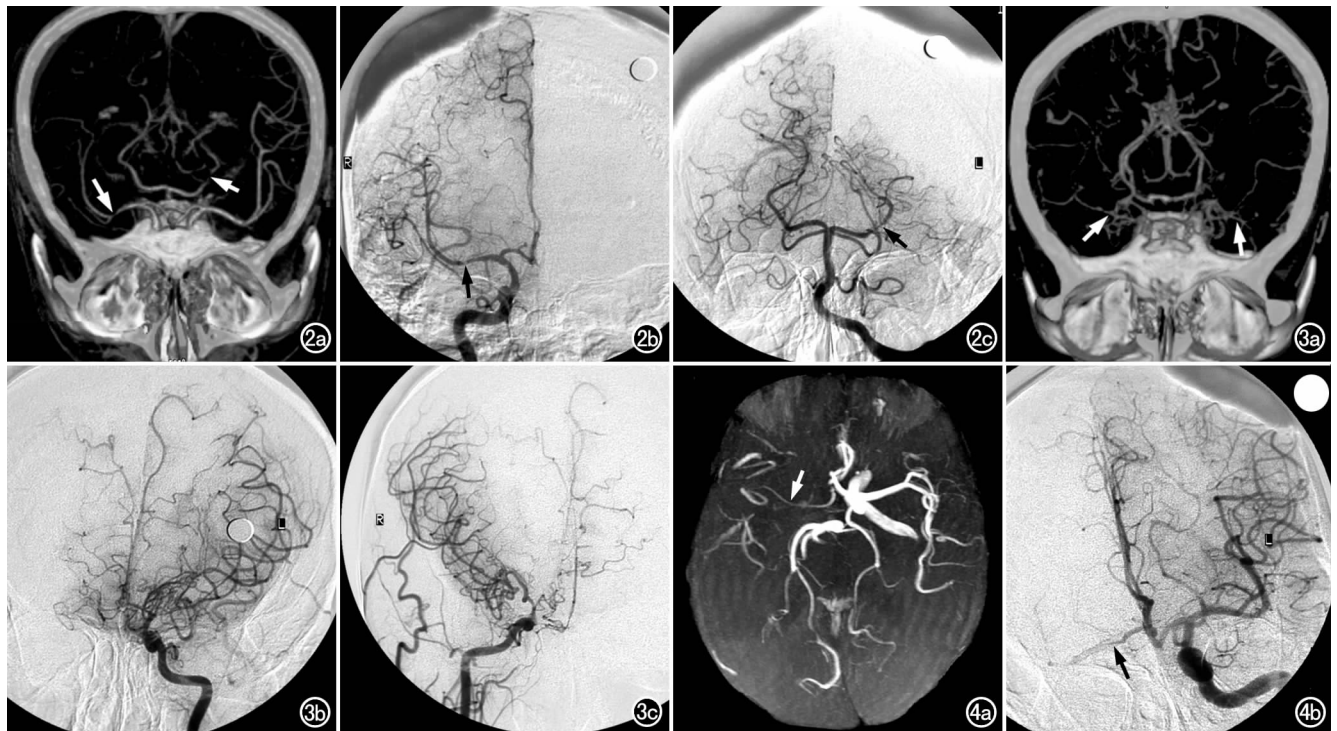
多发脑动脉狭窄。a) CTA 示右侧大脑中动脉 M1 段局部狭窄约 80%(长箭)、左大脑后动脉局部狭窄约 90%(短箭); b) DSA 示右侧大脑中动脉 M1 段局部狭窄约 60%; c) DSA 示左大脑后动脉局部狭窄约 70%。图 3 烟雾病。a) CTA 示两侧大脑中动脉明显不规则狭窄、闭塞(箭),部分侧支血管形成; b) DSA 示左侧大脑中动脉不规则狭窄,侧支循环血管网显示丰富、清楚; c) DSA 示右侧大脑中动脉不规则狭窄,侧支循环血管网显示丰富、清楚。图 4 右侧颈内动脉闭塞(经 DSA 证实)。a) MRA 示右侧大脑中动脉变细(箭),远侧血管稀少,MRA 误诊为右侧大脑中动脉狭窄; b) 左侧颈内动脉 DSA 示右侧大脑中动脉变细(箭),由对侧供血。
